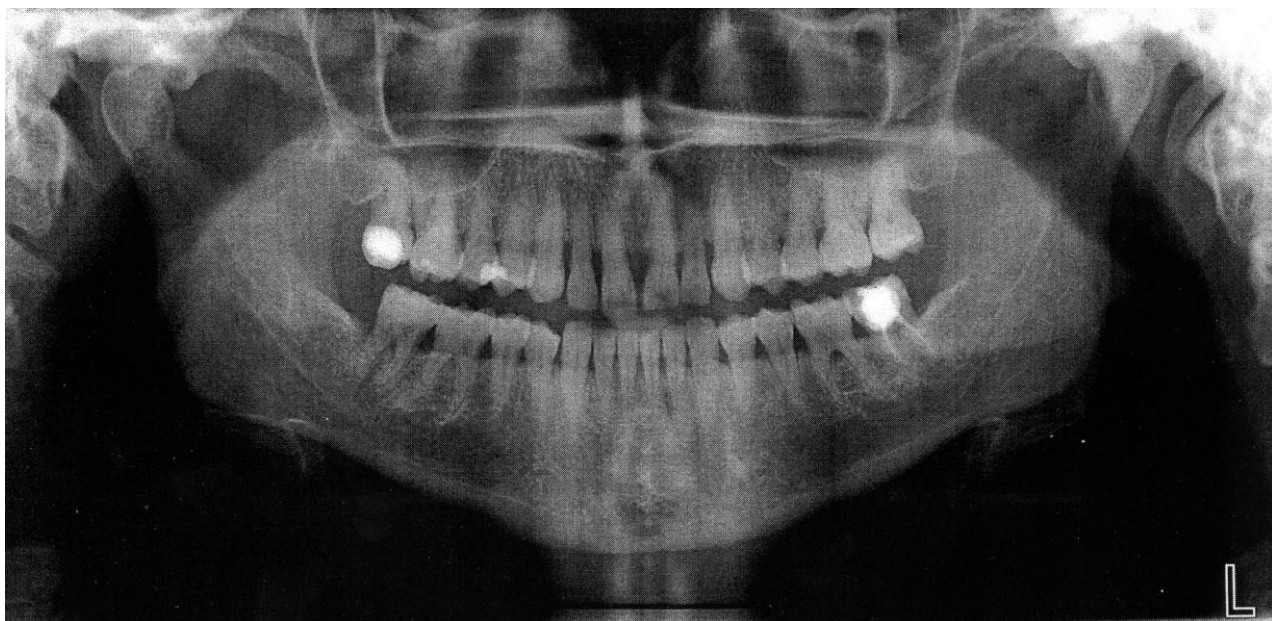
Ортопантомограма хворої І. (іст. хв. № 2134) до лікування. Резорбція міжальвеолярних перегородок досягає 1/3–1/2 довжини коренів зубів, помірно виражений остеопороз, рівномірне розширення періодонтальних щілин на всю їх довжину
